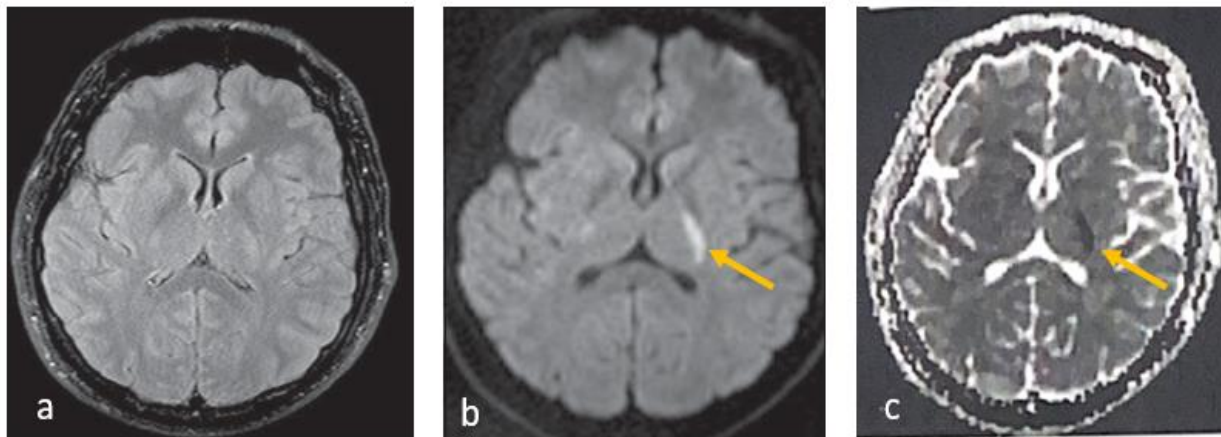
Figures 2 a : IRM séquence FLAIR normal ,2b : Diffusion Hypersignal du bras postérieur de la capsule interne gauche, 2c : ADC bas
